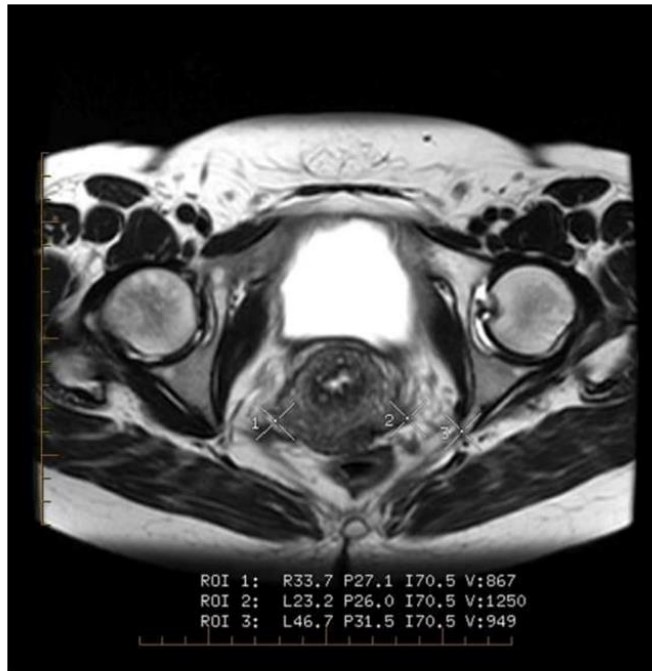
Pelvic MRI image post-BSSF with uterine preservation, axial view. 1, Right LF. 2, Left LF. 3, Left ischial spine.
